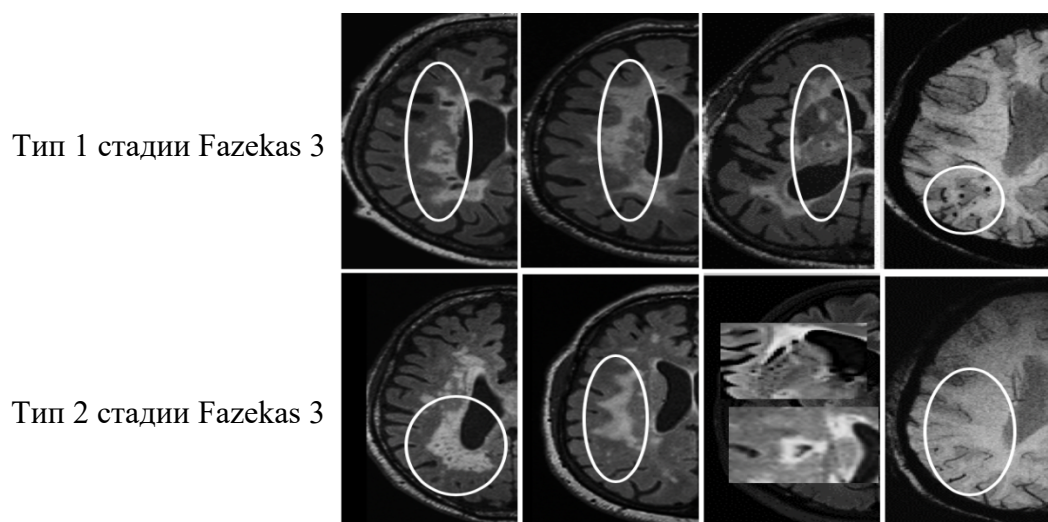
МРТ-типы ЦМА на стадии Fazekas 3.
